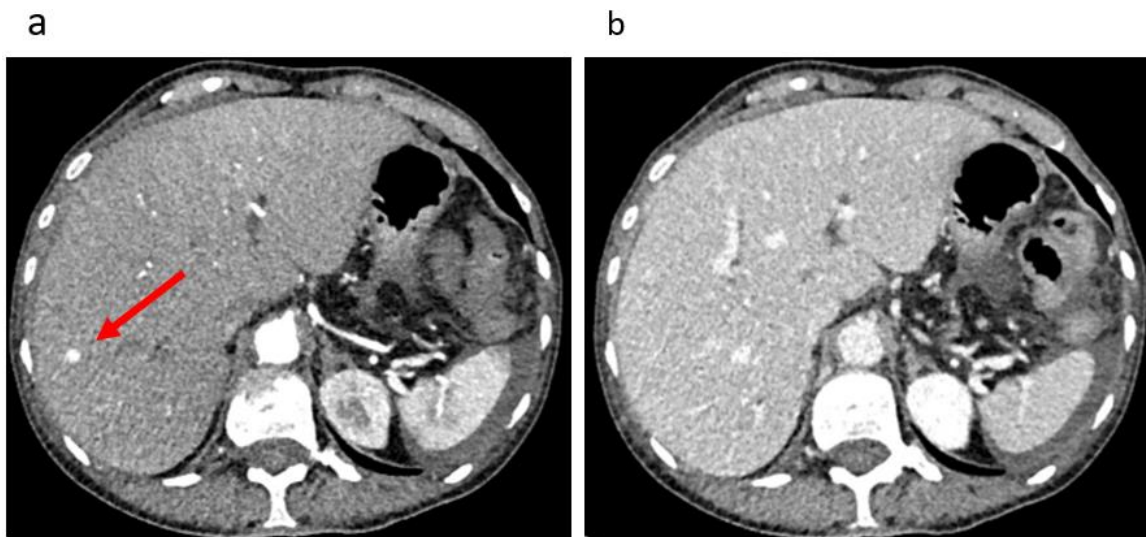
Wash-in/wash-out d'une métastase hépatique d'une TNE. Coupe transverse d'une TDM après injection de produit de contraste, avec métastase d'une TNE se réhaussant fortement au temps artériel (flèche rouge, a) et indiscernable du reste du parenchyme au temps veineux (b)
